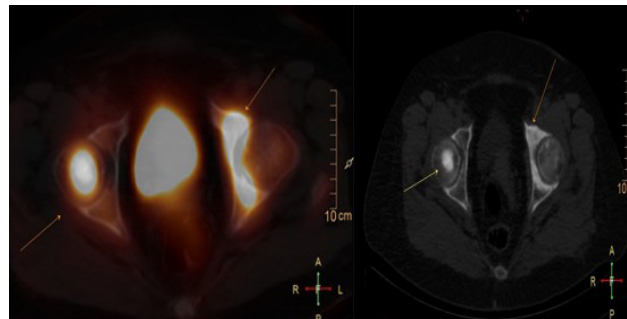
ПЭТ/КТ с 18F-NaF пациентки №3 с раком правой молочной железы St II(TNM): метаболически активные метастатические поражения в костях скелета
